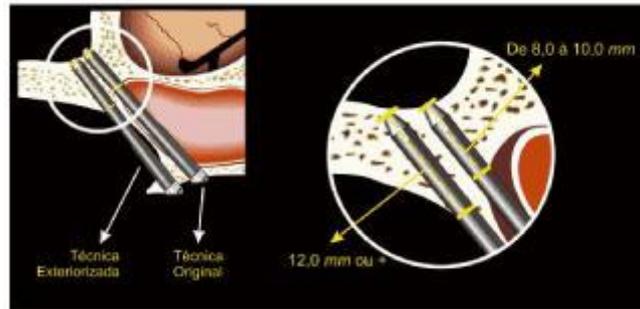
Mostrando a maior ancoragem da fixação zigomática pela técnica da exteriorização (MIGLIORANÇA RM et al., 2006).
